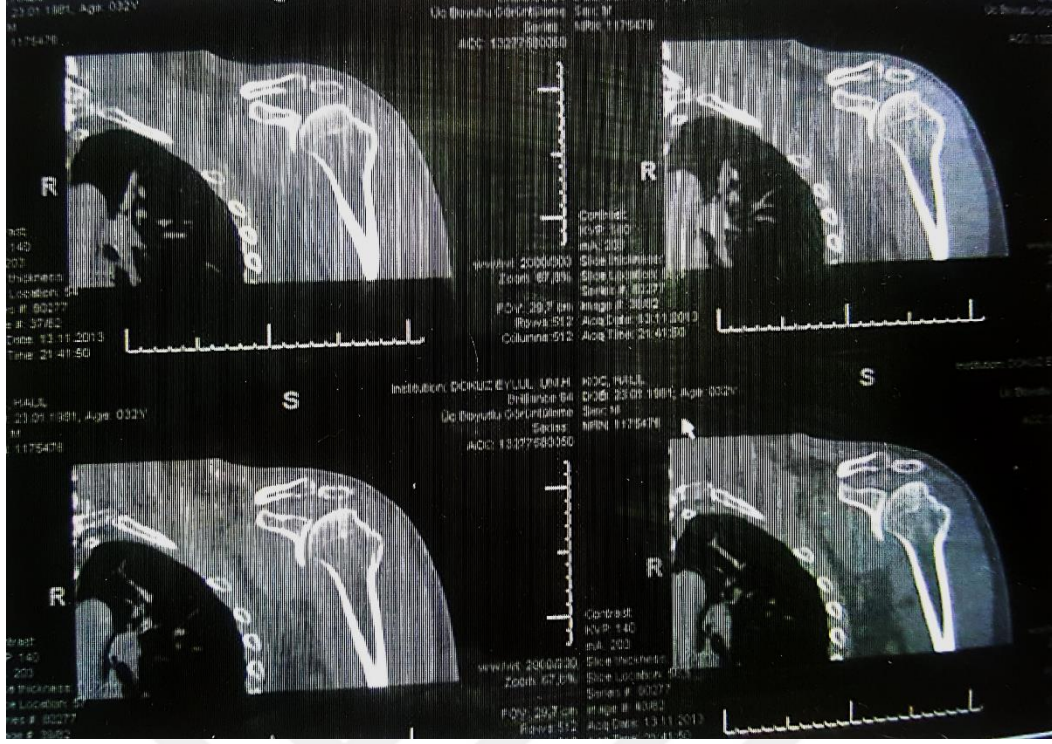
CT Taramasının gerçekleştirilmesi.
